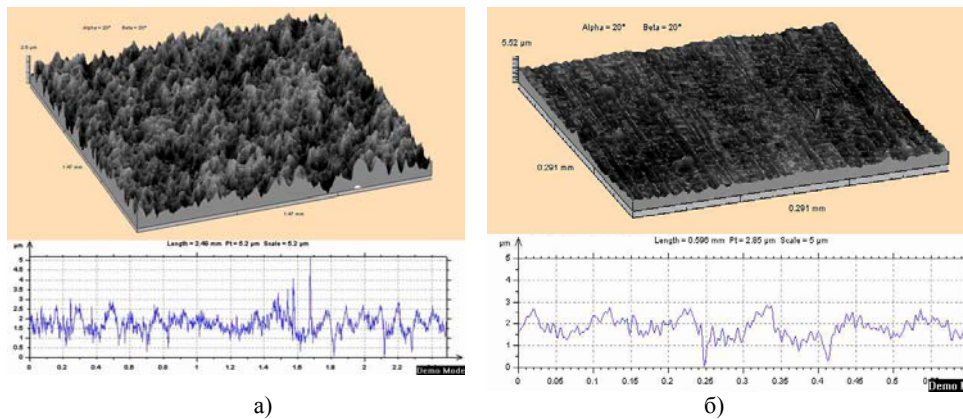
Трехмерное изображение поверхности и профиля шероховатости поверхностей отожжённого титана BT1-0: а) не обработанной ультразвуком, $Ra = 0,53$ мкм; б) обработанной ультразвуком, $Ra = 0,37$ мкм.
